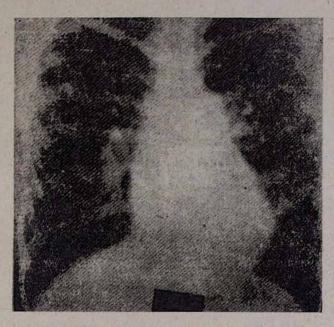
Рентгенограмма грудной клетки больной Р., 11 лет. Диагноз: открытый артериальный проток, легочная гипертензия IV ст. Определяется значительное усиление легочного рисунка, расширение корней легких, сердце значительно увеличено в размерах. Сердечно-грудной индекс 0,62.
